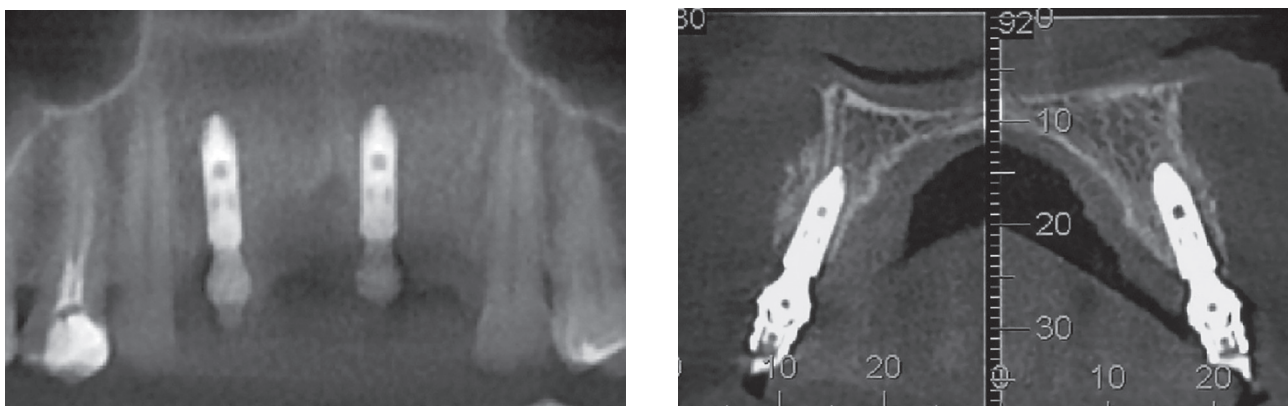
Tomografia computadorizada evidenciando o posicionamento dos implantes – nota-se o volume obtido.
